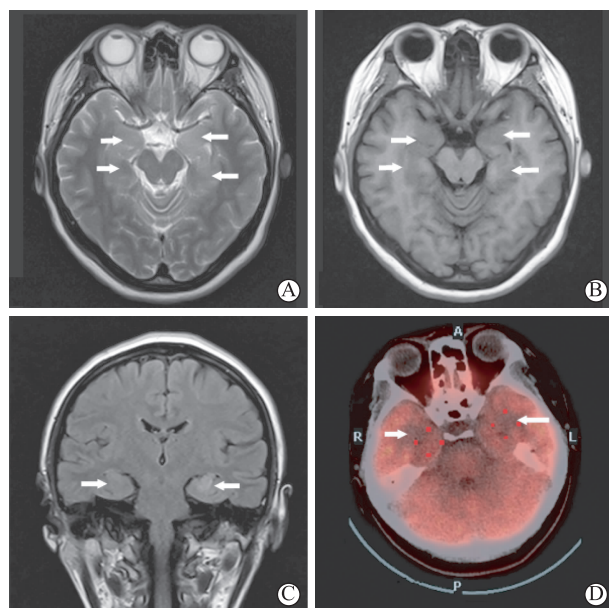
患者头颅 MRI 及 PET-CT 检查 A-C 为头颅 MRI 平扫示双侧颞叶内侧、海马长 T₁ 长 T₂ 高 FLAIR 信号病变;D 为 PET-CT 脑显像示双侧颞叶内侧、海马低代谢改变
